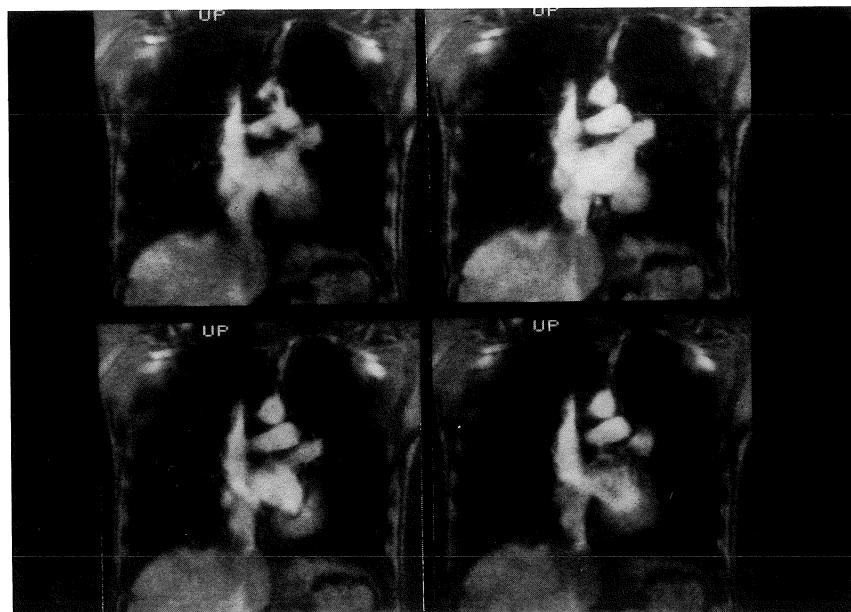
シネMRIで腫瘍部に一致して、左房に灌流する血流像が高信号としてみられ、肺静脈瘤と診断した。
